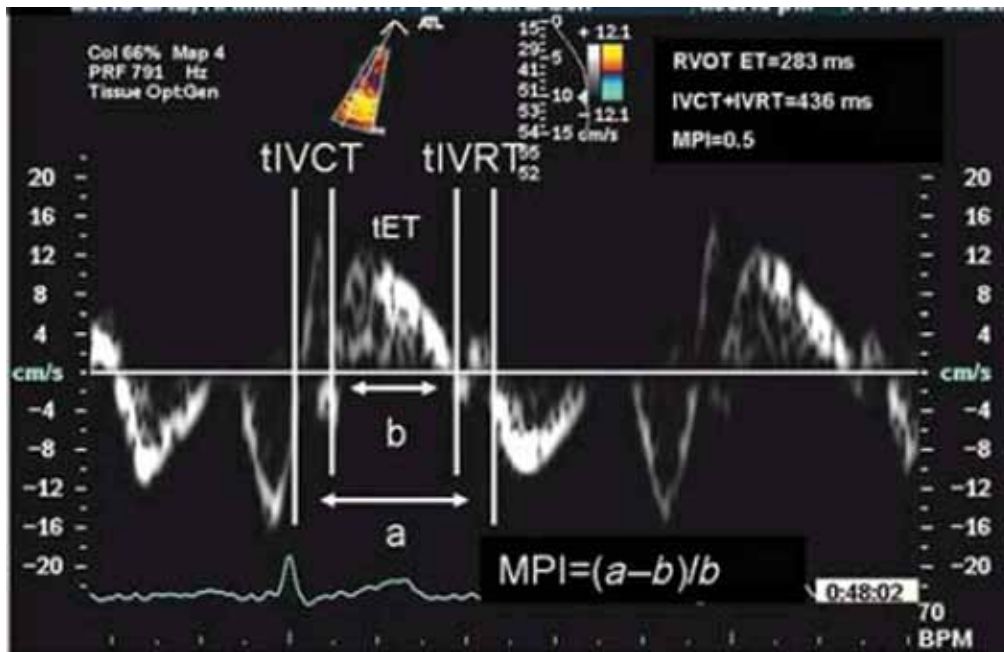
Intervalos medidos por Doppler tisular desde el anillo tricuspídeo lateral. tICT: tiempo de contracción isovolumétrica. tET: tiempo de eyección. tIVRT: tiempo de relajación isovolumétrica. MPI: índice de performance miocárdico. Modificado de Per Lindqvist et al. Eur J Echocardiogr 2008;9(2):225-34.
